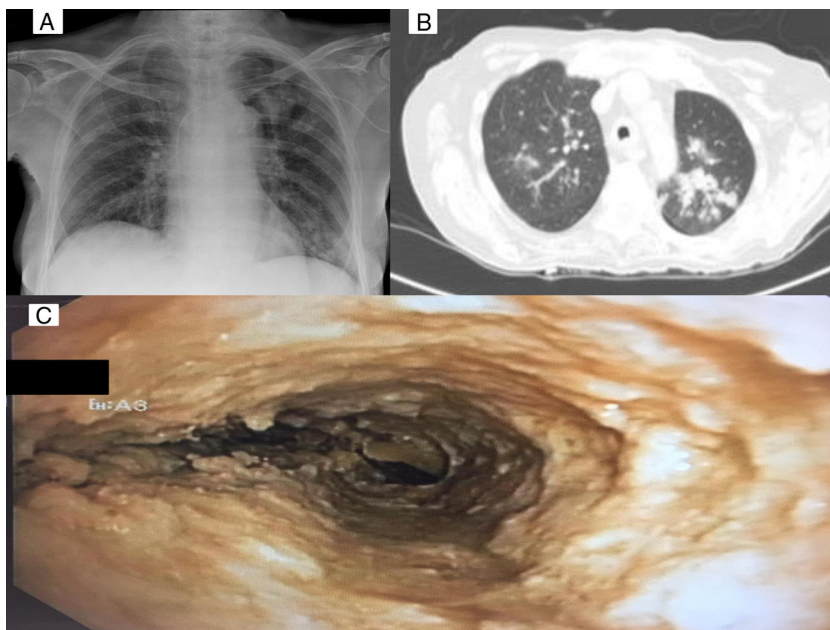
A) Rx de tórax: infiltrados parenquimatosos en lóbulo superior izquierdo y lóbulo inferior izquierdo. B) TC de tórax: infiltrados en ambos lóbulos superiores, de predominio en LSI. C) Endoscopia: traqueobronquitis aspergilar pseudomembranosa.
